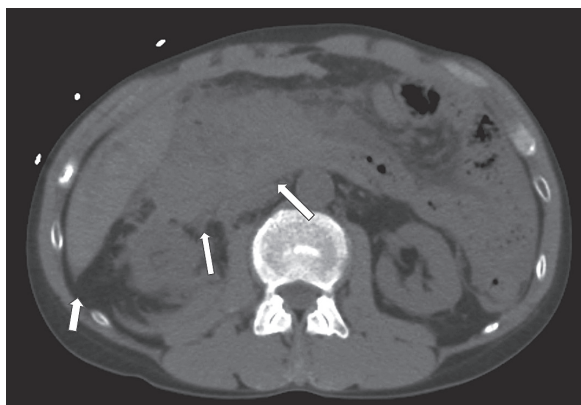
腹部単純 CT：膵頭部周囲を中心に血腫を疑う高吸収域が認められる（矢印）。同様に肝周囲にも高吸収域の腹腔内出血も認められる（矢印）。
